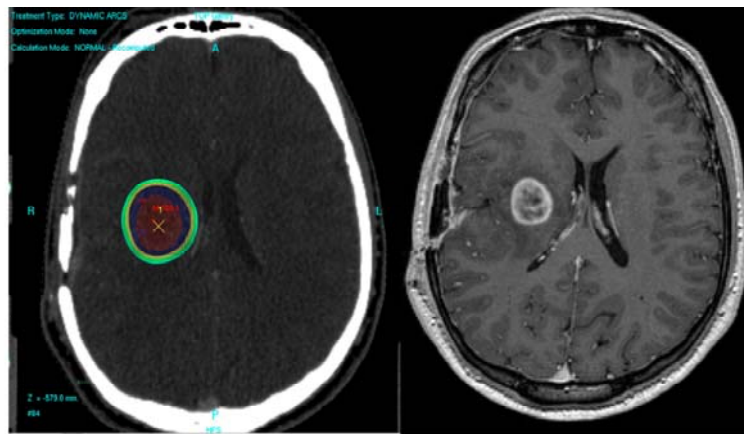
Treatment planning of a patient with recurrent glioblastoma in axial planning computerized tomography in ERGO planning system and T1 weighted magnetic resonance imaging used to improve target localization
